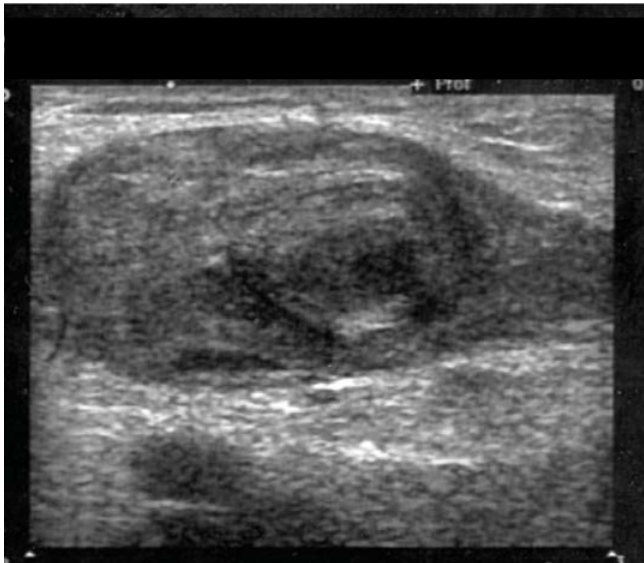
Doppler dúplex que muestra dilatación aneurismática de vena safena mayor adyacente a la unión con vena femoral y con continuidad a la vena safena y presencia de trombo en el interior del aneurisma.
